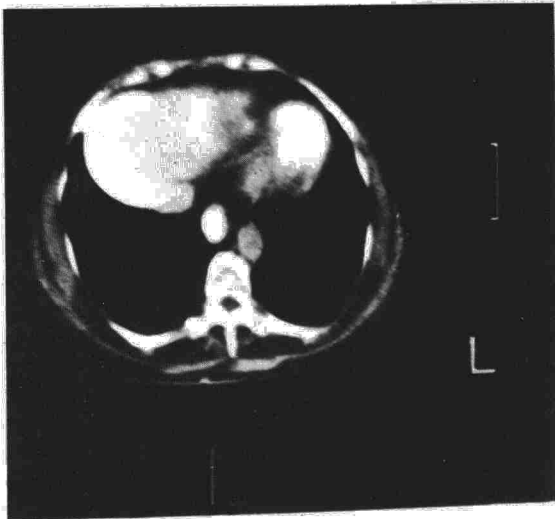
B. Confirmada por TAC la eventración de la figura anterior.
